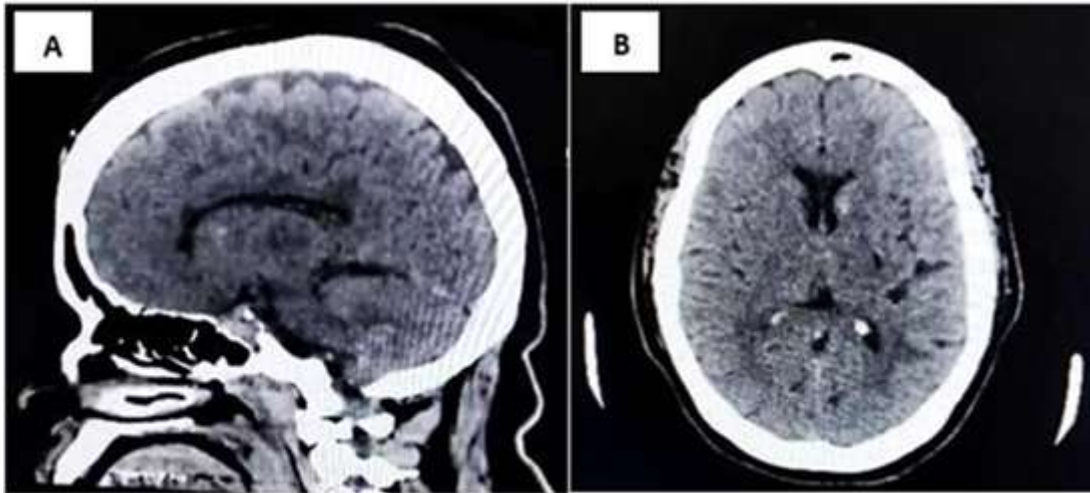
Tomografía de cráneo simple. A: corte sagital de TC de cráneo simple en la que se evidencia imagen hiperdensa en lóbulo caudado izquierdo. B: corte axial
